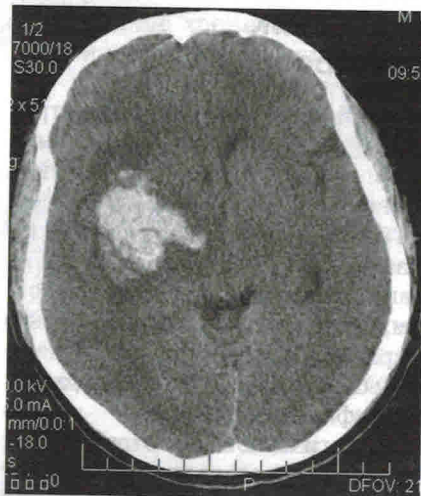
Гематома мозга (КТ).
